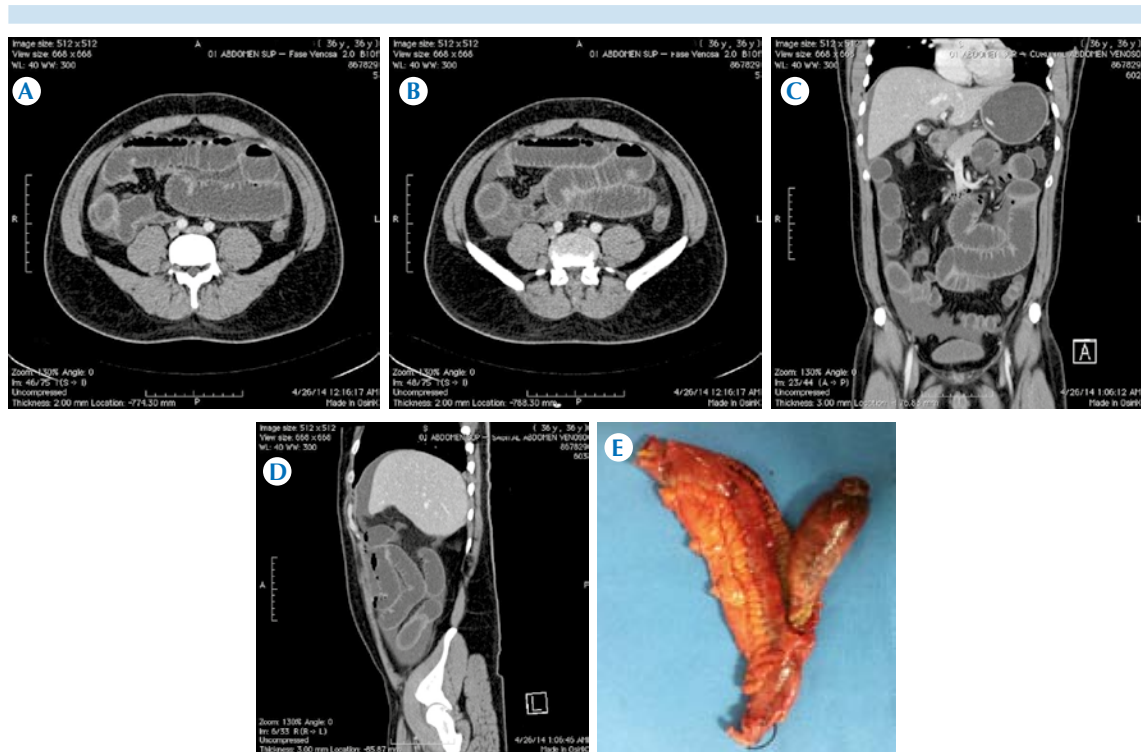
A-C) Caso número 7, hombre de 37 años de edad con síndrome doloroso abdominal y síndrome de obstrucción intestinal. Se efectuó tomografía computada abdominopélvica que corroboró la obstrucción intestinal e identificó el sitio de transición y la invaginación intestinal del divertículo de Meckel. D) Caso número 7, reconstrucción multiplanar sagital que corrobora la obstrucción intestinal e identifico el sitio de transición e invaginación intestinal del divertículo de Meckel. E) Caso número 7, pieza de resección intestinal que demuestra divertículo de Meckel, mide 5 por 2.5 cm y tiene extensa ulceración y necrosis coagulativa y licuefactiva transmural; focos de mucosa gástrica antral heterotópica.
